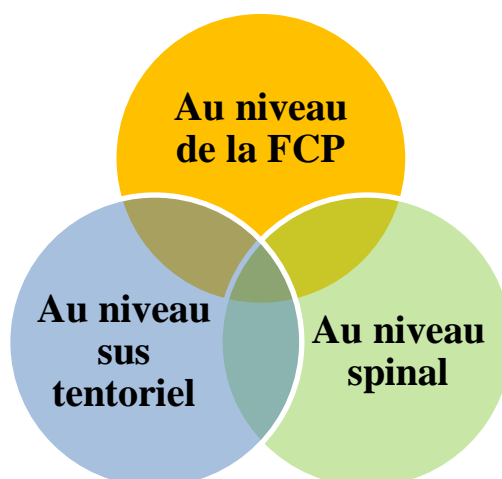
La répartition des malades selon la localisation de la rechute à l'IRM.
